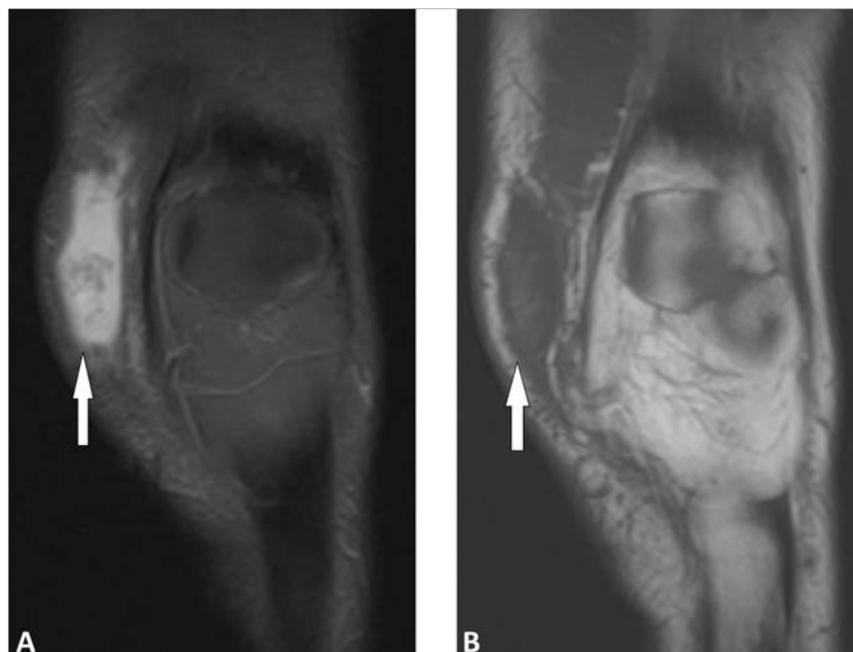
RM no corte coronal na sequência DP FAT SAT em A e na sequência T1 em B, demonstrando coleção heterogênea entre o tecido subcutâneo e a fáscia subjacente na face medial do joelho (seta branca), compatível com lesão Morel-Lavallée.
